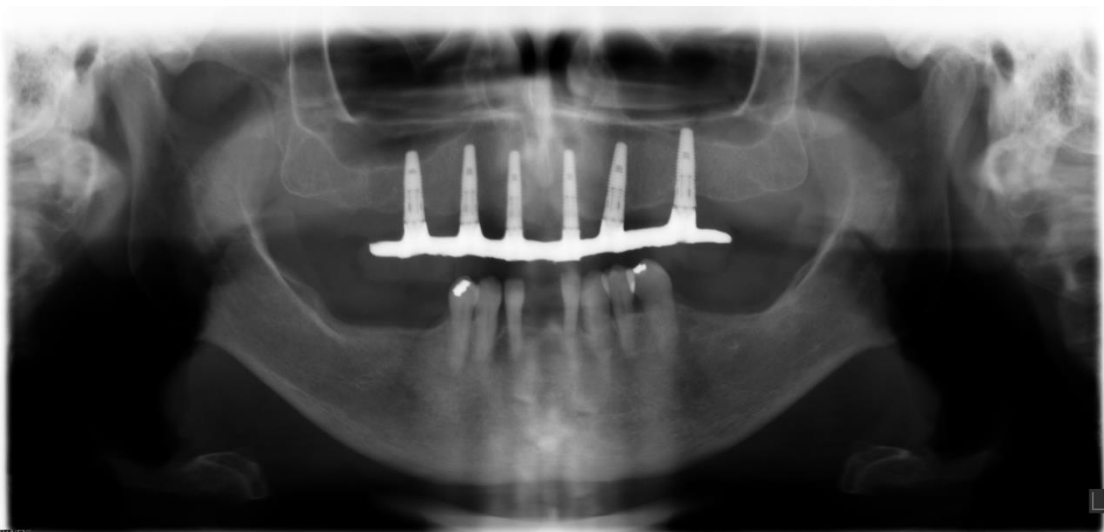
Imagem de radiografia panorâmica ilustrando pinos de retenção inadequados.
